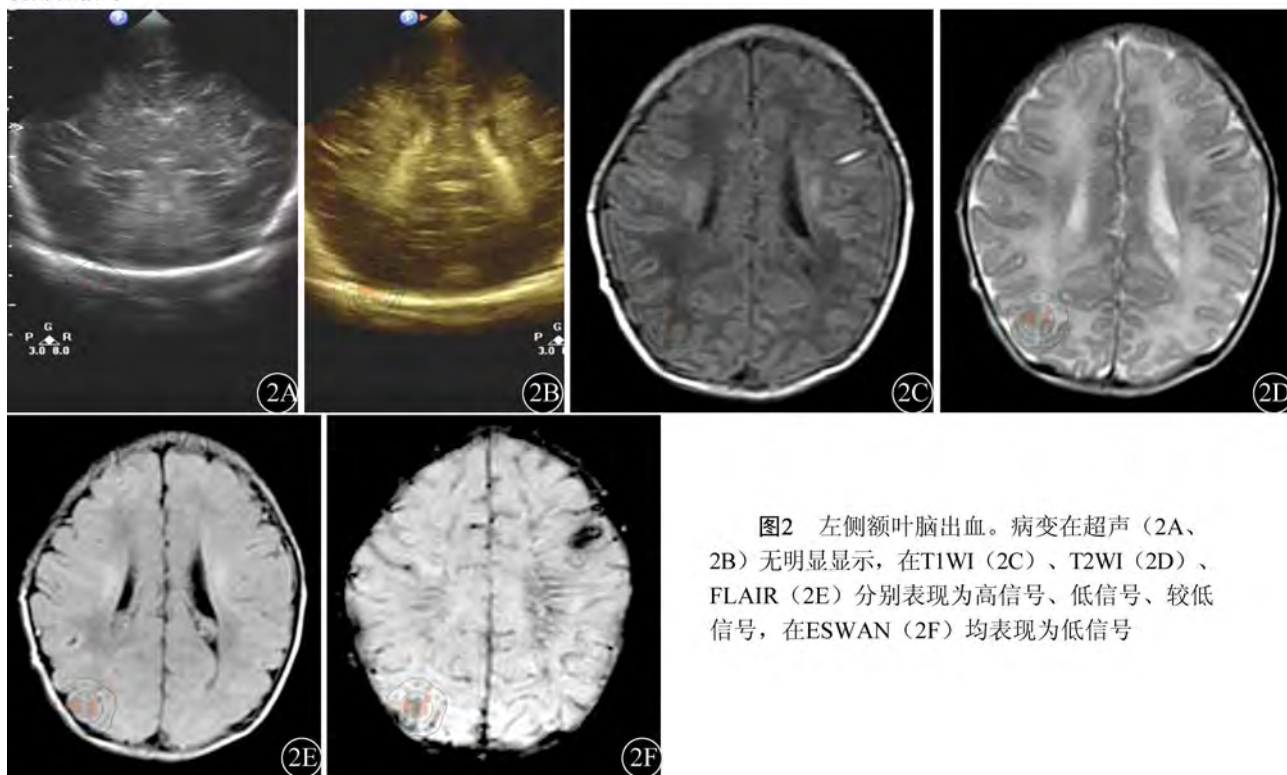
左侧额叶脑出血。病变在超声(2A、2B)无明显显示,在T1WI(2C)、T2WI(2D)、FLAIR(2E)分别表现为高信号、低信号、较低信号,在ESWAN(2F)均表现为低信号
